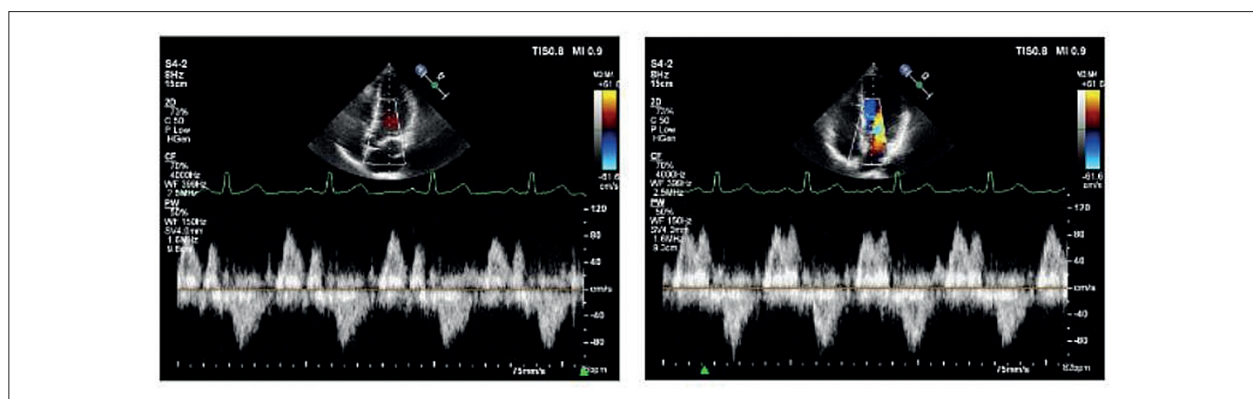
Imagens ecocardiográficas no corte Apical 4 câmaras com Doppler pulsado de via de entrada e via de saída do ventrículo esquerdo.
